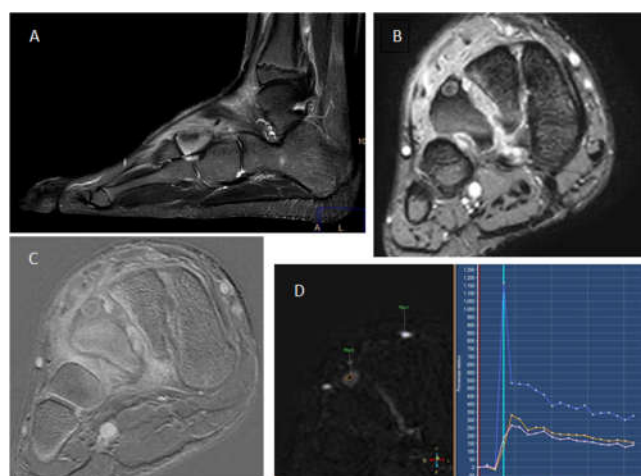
(A) Imagen de RMN STIR Sagital, (B) Imagen de RMN T2 gradiente coronal, (C) Imagen de RMN de sustracción tras administración de contraste coronal, (D) Curva de captación de contraste. Se confirma presencia de nidus en vertiente dorsal de tercera cuña con una medida de 5 mm de diámetro. En el estudio que se realiza de perfusión se aprecia el realce en el nidus del con una curva de captación precoz. La captación se inicia pocos segundos después de la llegada del contraste a la arteria. Esta dinámica de perfusión es característica para osteoma osteoide. En un tiempo más tardío se pone más de manifiesto el edema óseo circundante típico de estas lesiones. El edema muestra una captación tardía lenta y progresiva. Las partes blandas que rodean al hueso, de predominio dorsal, también realzan debido a inflamación reactiva (flare phenomenon). La captación de contraste es más lenta y progresiva que la observada en el nidus.
